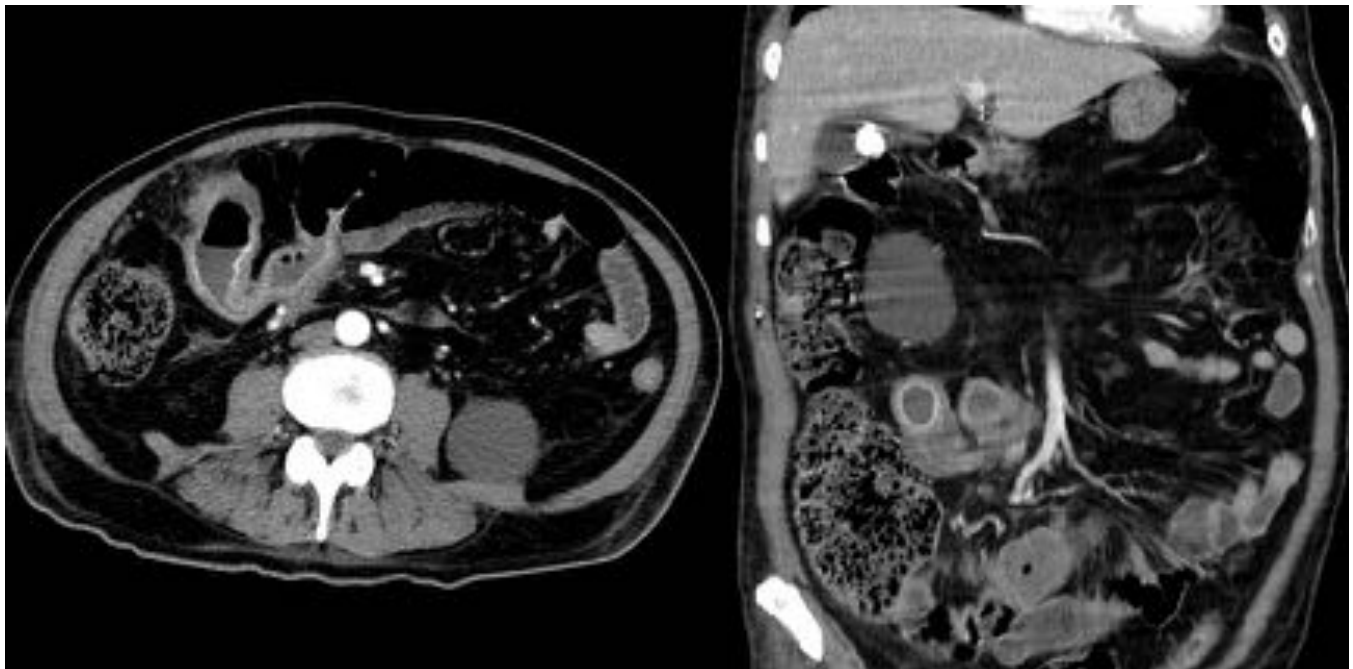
TC de abdomen y pelvis en corte axial. Linfoma gástrico: engrosamiento mural concéntrico en unión antro-píloro.
